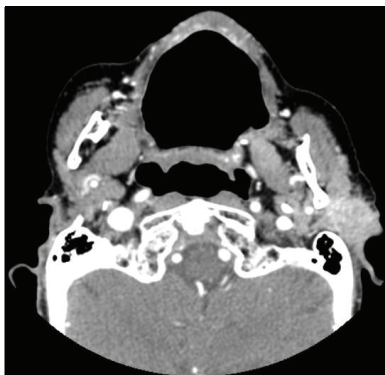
TDM avec injection. Coupe axiale. Tumeurs parotidienne gauche aux contours flous.
